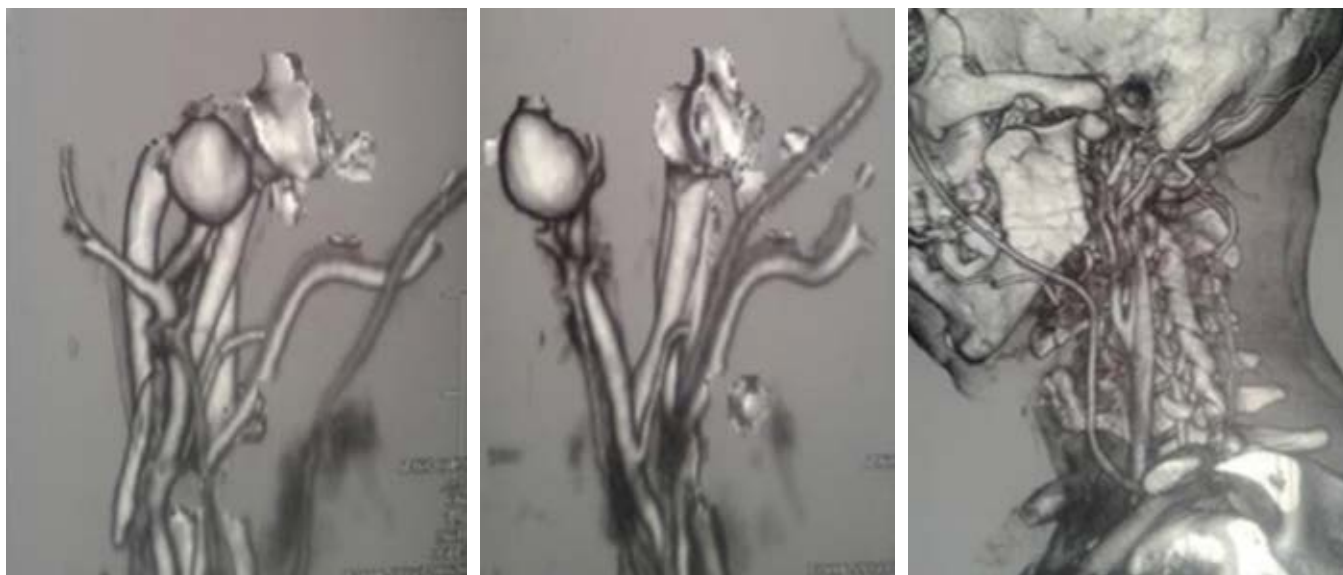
Angio-TAC e imagen postoperatoria inmediata.
